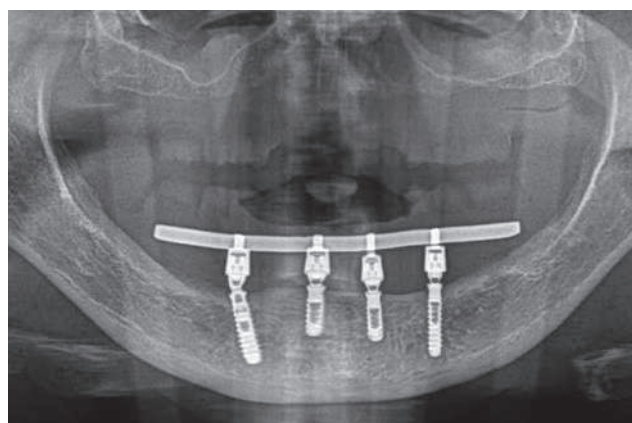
Controllo radiografico al momento della consegna della protesi conometrica
